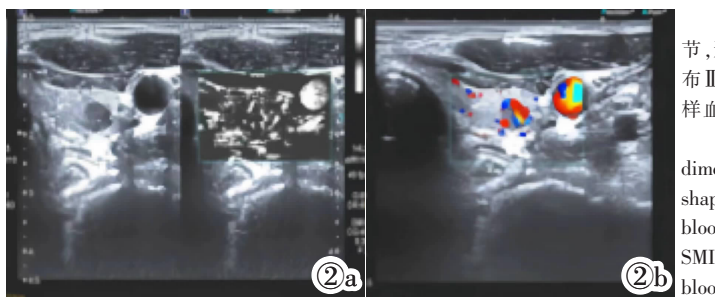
甲状腺乳头状癌位于左叶。二维超声检查:低回声实性结节,形态规则,边界不清,纵横比>1。图 2a:CDFI;Adler 3 级,血流分布 III 型,线状血流信号。图 2b:SMI;Adler 3 级,血流分布 III 型,分支样血流信号。
